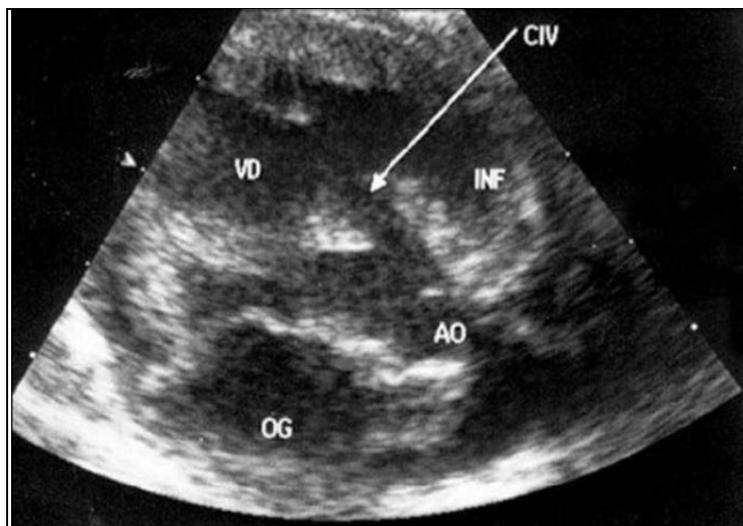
Échocardiographie d'une CIV périmembraneuse avec mal alignement en coupe parasternale et grand axe. [5]
